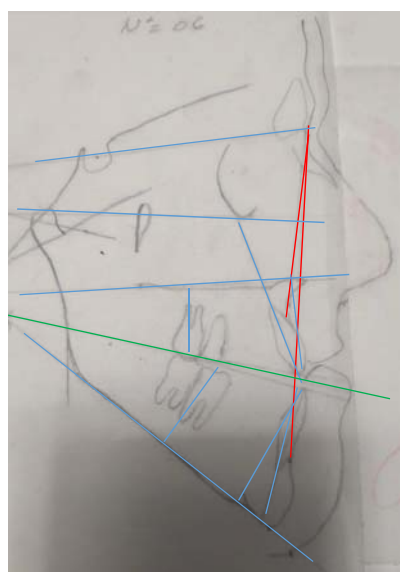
téléradiographie de profil
